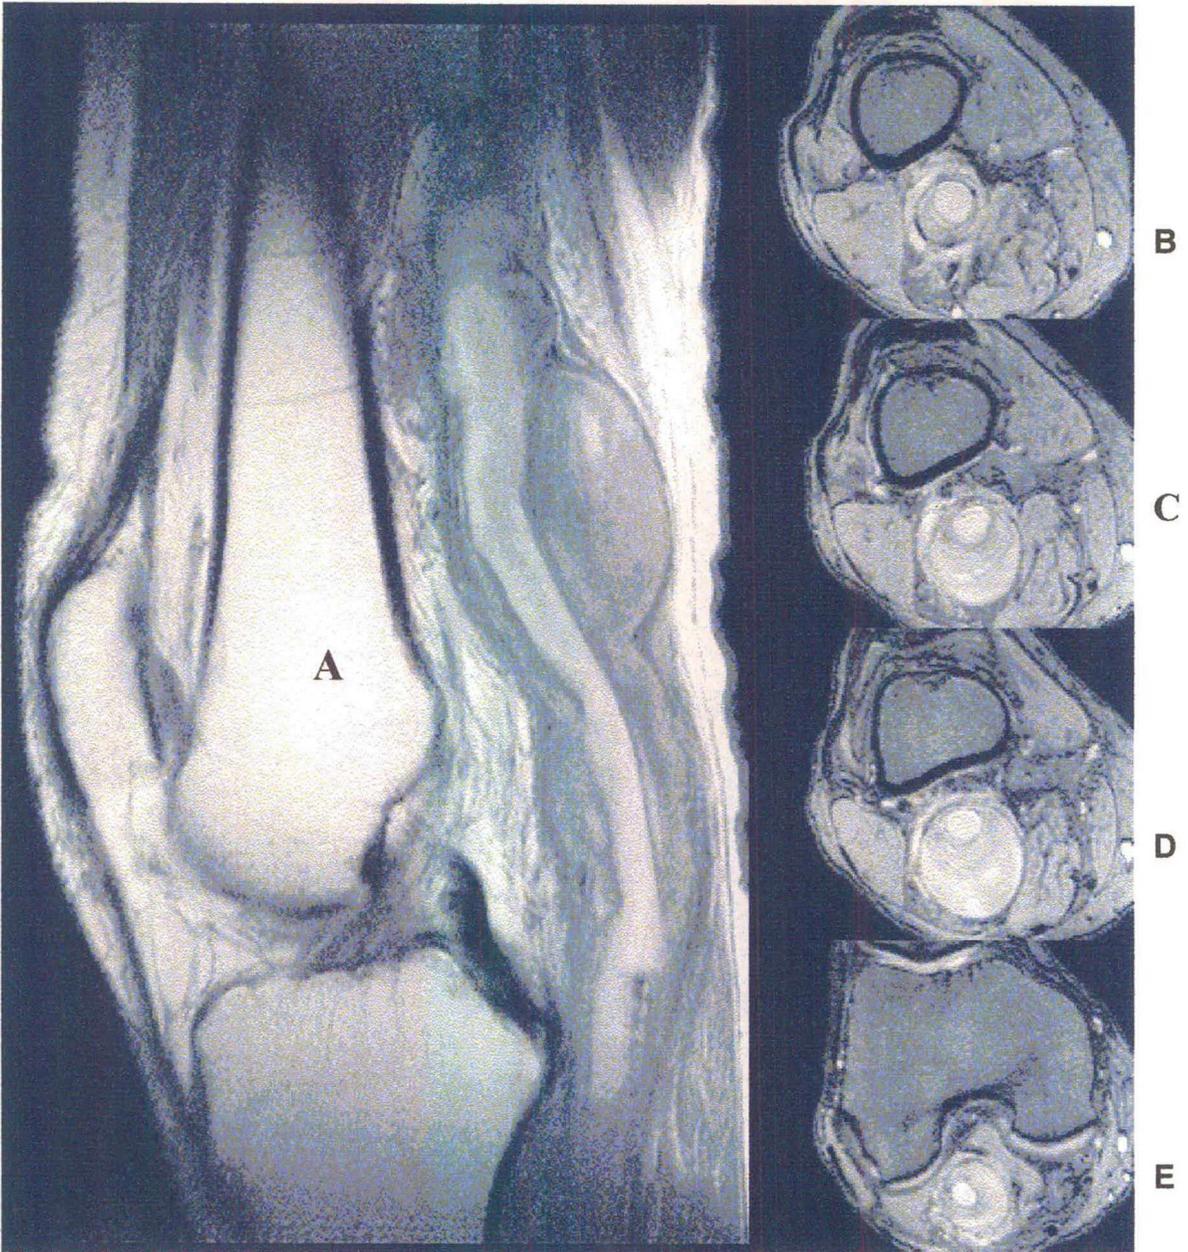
Angioressonância Magnética evidenciando AAP fusiforme com trombose parcial
